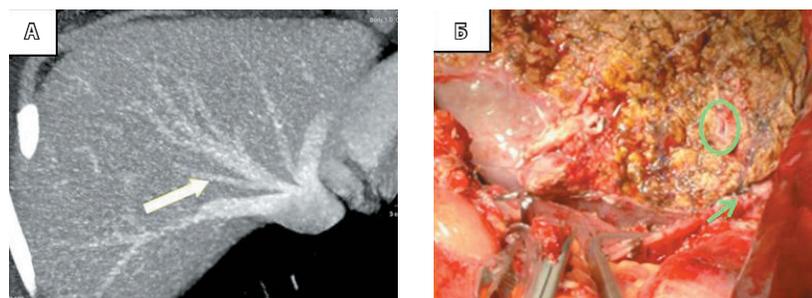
Печеночная вена сегмента VIII печени донора, впадающая в среднюю печеночную вену. А – предоперационная компьютерная томография донора. Вена сегмента VIII отмечена белой стрелкой. Б – интраоперационная фотография до реперфузии трансплантата. Зеленым кругом отмечено устье печеночной вены сегмента VIII, зеленая стрелка указывает на сформированный гепатико-кавальный анастомоз
